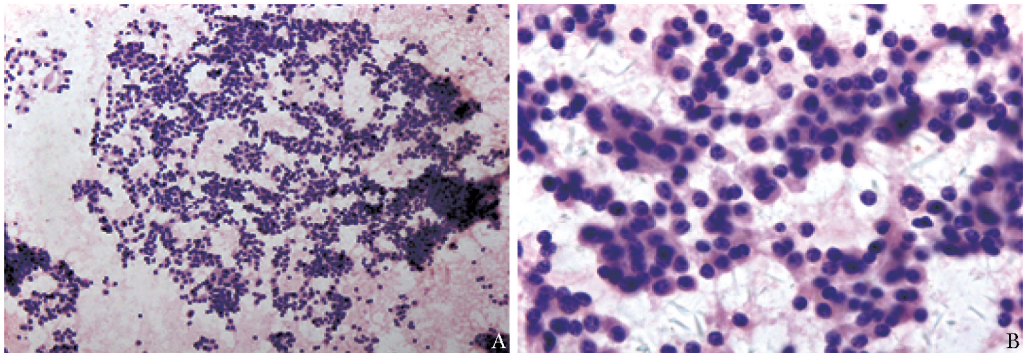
患者超声内镜引导下细针穿刺细胞学检查可见肿瘤细胞，形态符合神经内分泌肿瘤
